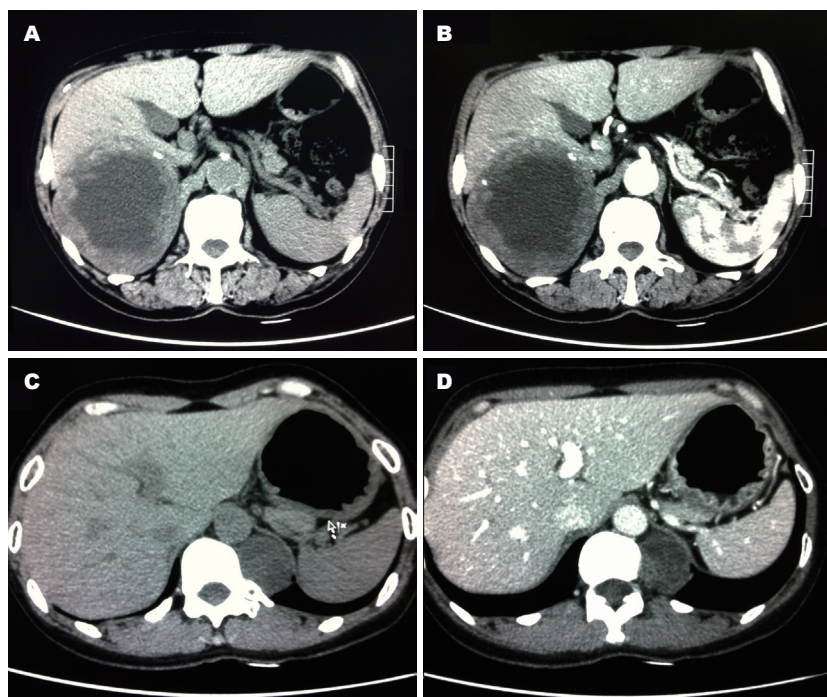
术前影像学检查。A, B: 男患66岁, 肝肾间隙见巨大肿块影, 边缘光滑, 可见多发点状高密度影, 大小约10.4 cm × 10.7 cm, CT值约32–42 HU, 增强后局部可见斑片样或长条状强化。C, D: 女患45岁, 左侧约11胸椎旁, 膈肌上方见类圆形肿块影, 大小约3.0 cm × 3.9 cm, 边缘光滑, 平扫CT值约18HU, 增强后呈不均匀强化, CT值约20–58 HU, 与主动脉分界清。
